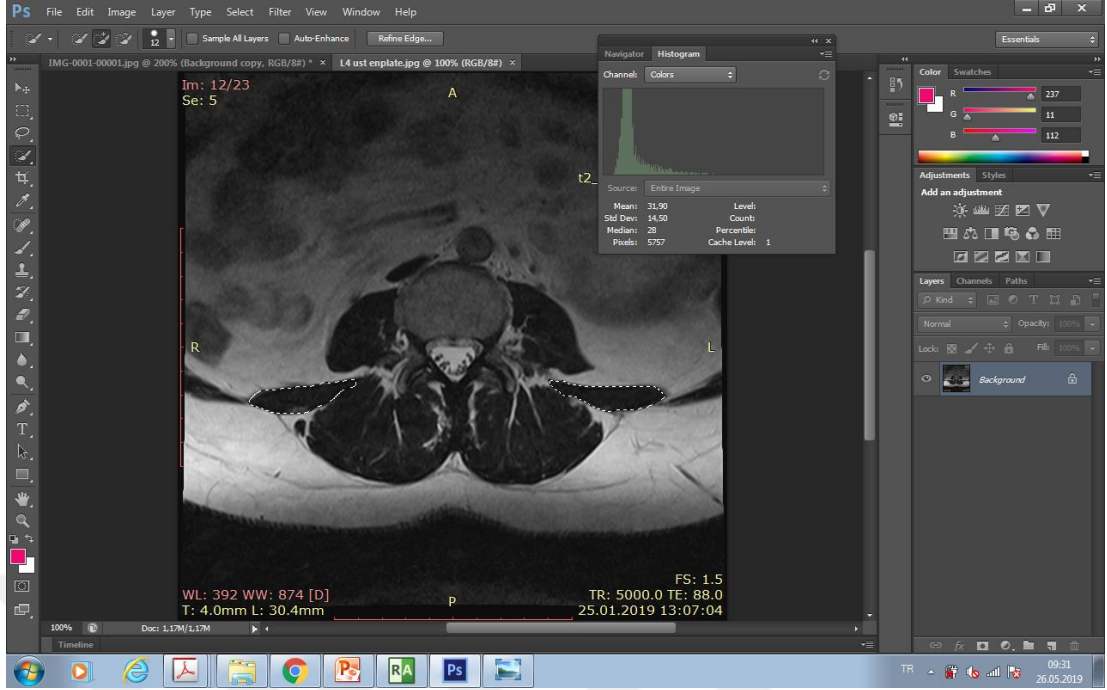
Ölçüm yapılan kasların manyetik rezonans görüntülemeye anatomik görüntüsü
